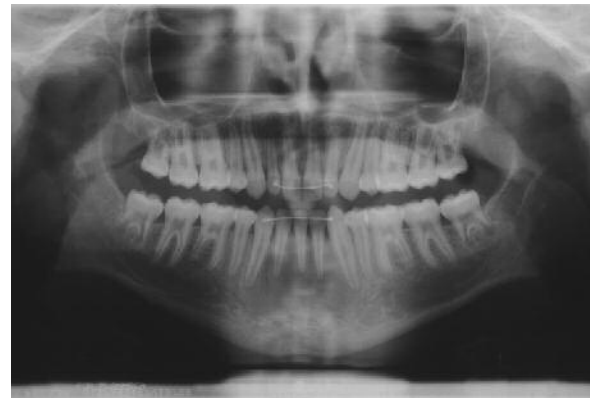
Ortopantomografia pós-tratamento
